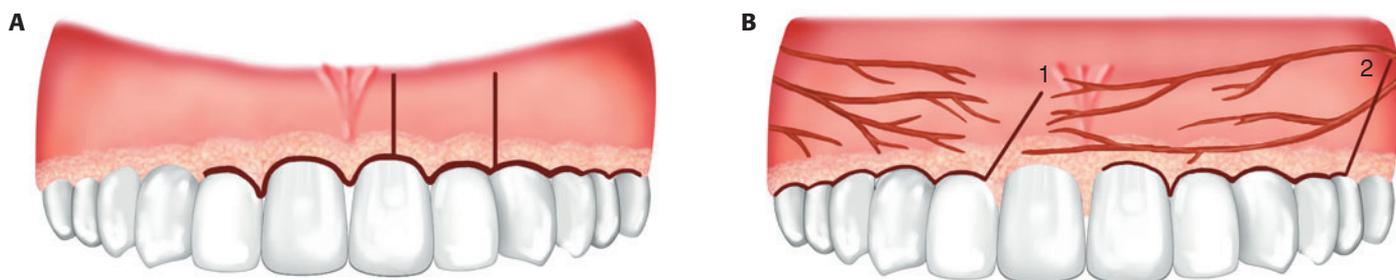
(A) Descargas vestibulares mal situadas. (B) Orientación del colgajo de acuerdo con la vascularización de la zona. En el lado derecho (1), el diseño es correcto (cirugía periapical del 1.4 y 1.5). En la hemiarcada superior izquierda (2), la incisión es desfavorable (cirugía periapical del 2.3 y 2.4).
